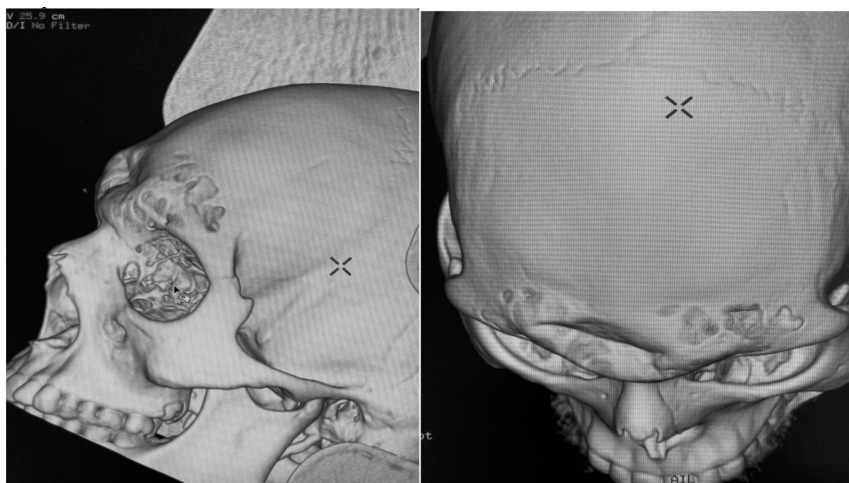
КТ-картина ребенка с переломом передней стенки лобной пазухи: до операции
